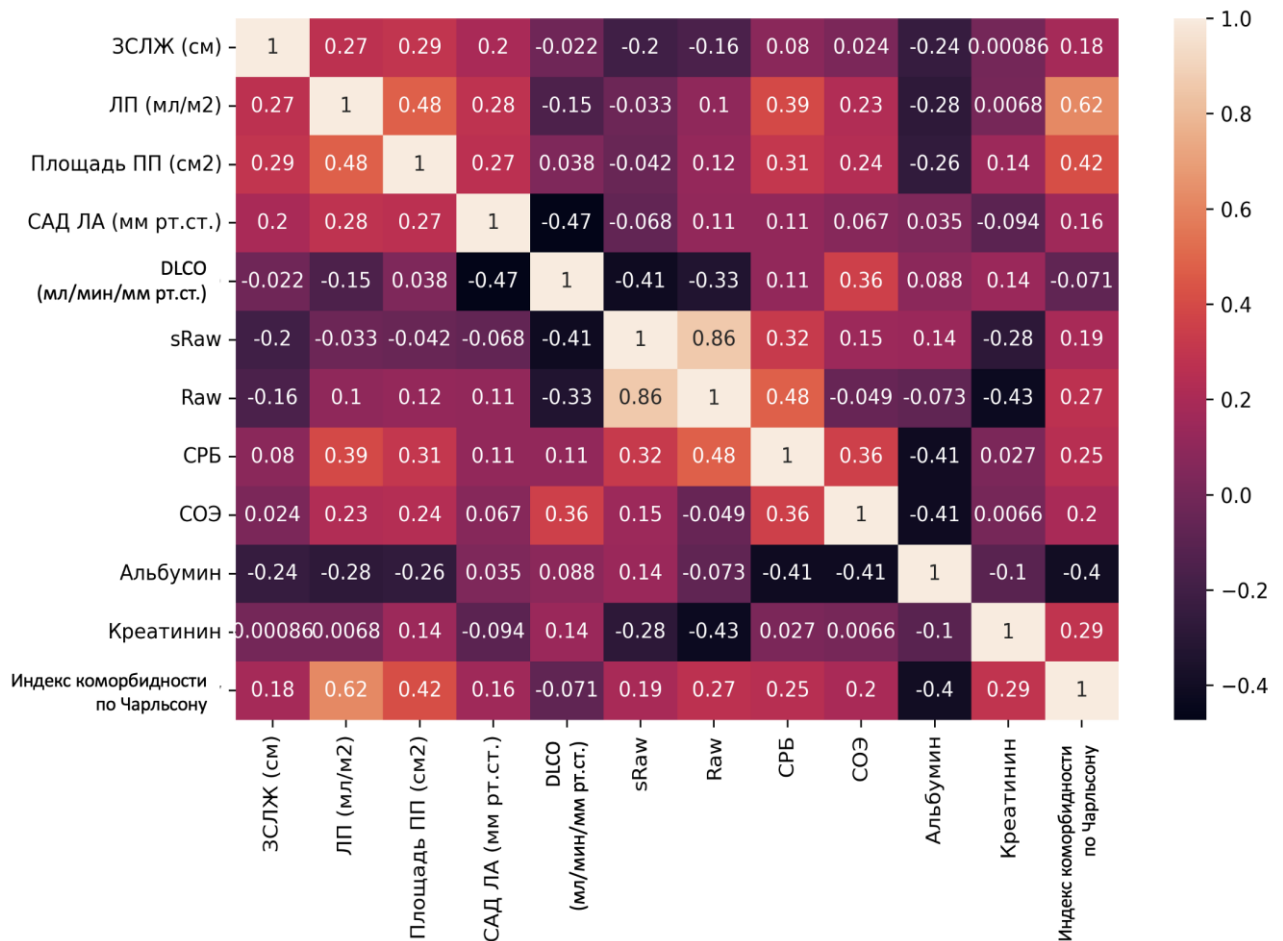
Корреляционная матрица взаимосвязей между параметрами эхокардиографии, бодиплетизмографии и лабораторными показателями
